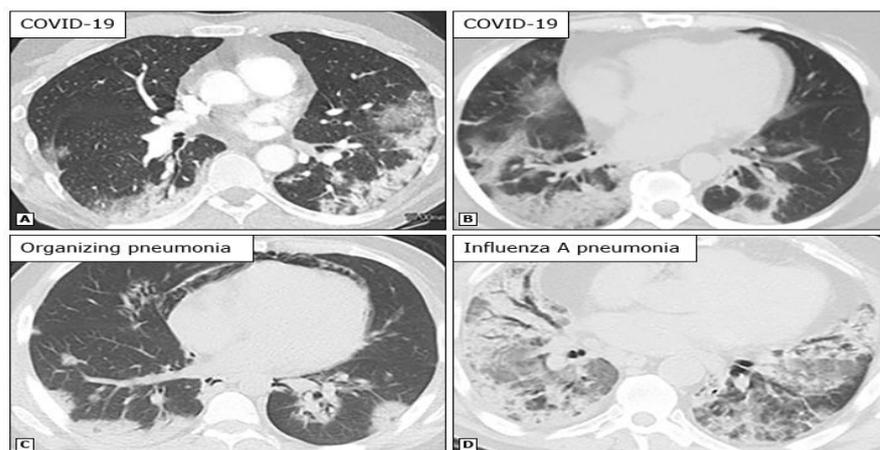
Características típicas de imágenes de TC para Covid-19 y otras enfermedades con hallazgos similares
